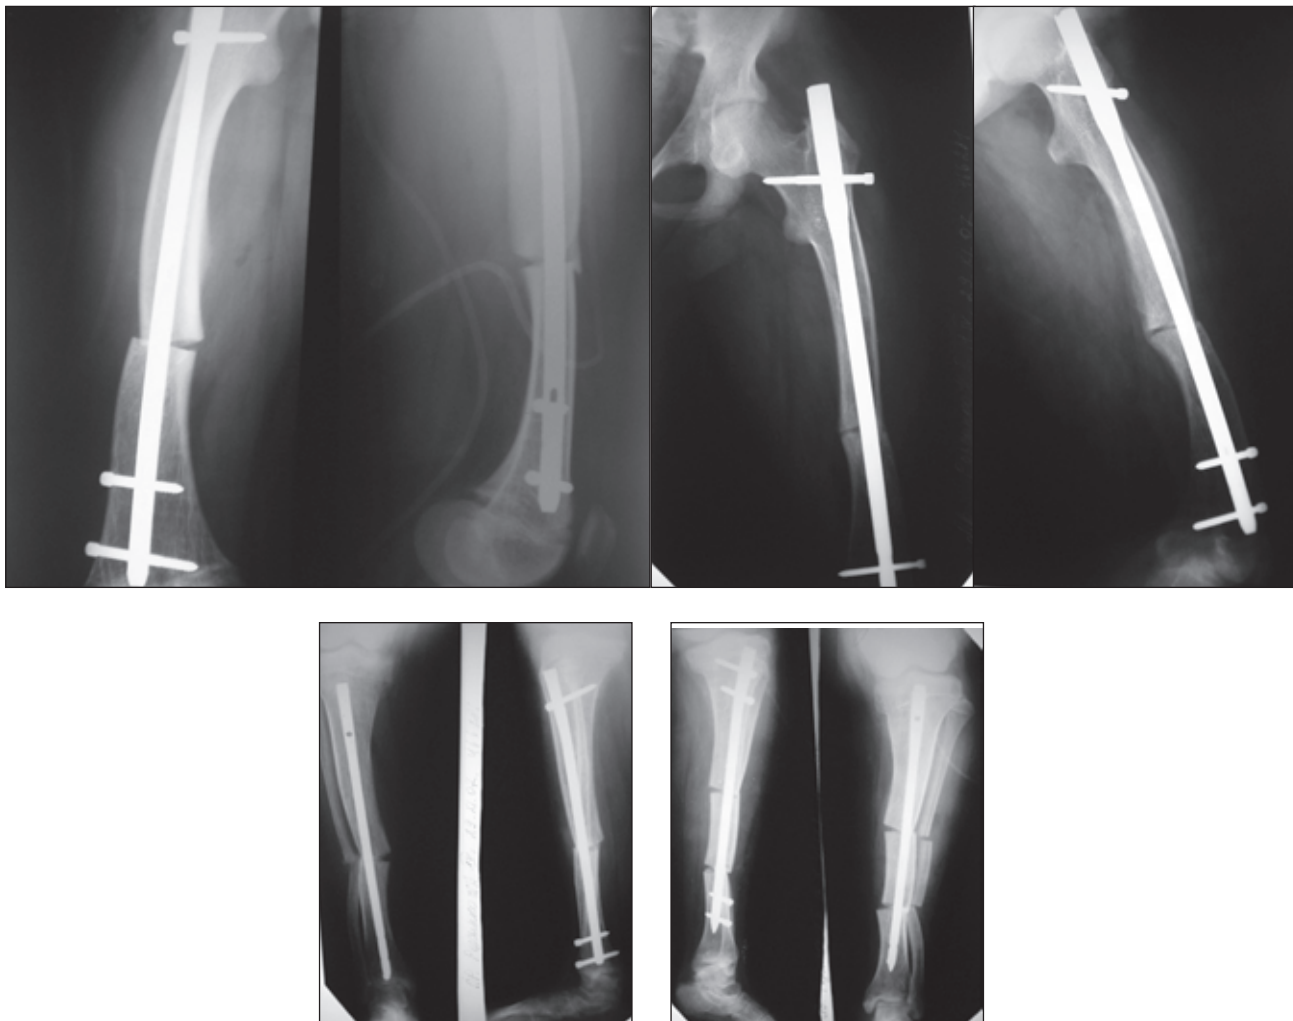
Пацієнтка Р., 12 р. Діагноз: фосфат-діабет, багатоплощинні деформації нижніх кінцівок. Рентгенографія після операції
